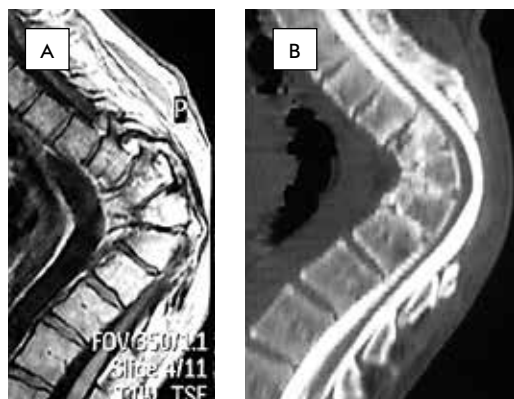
Магнитно-резонансная томограмма (А), миелография с компьютерной томографией (В)
